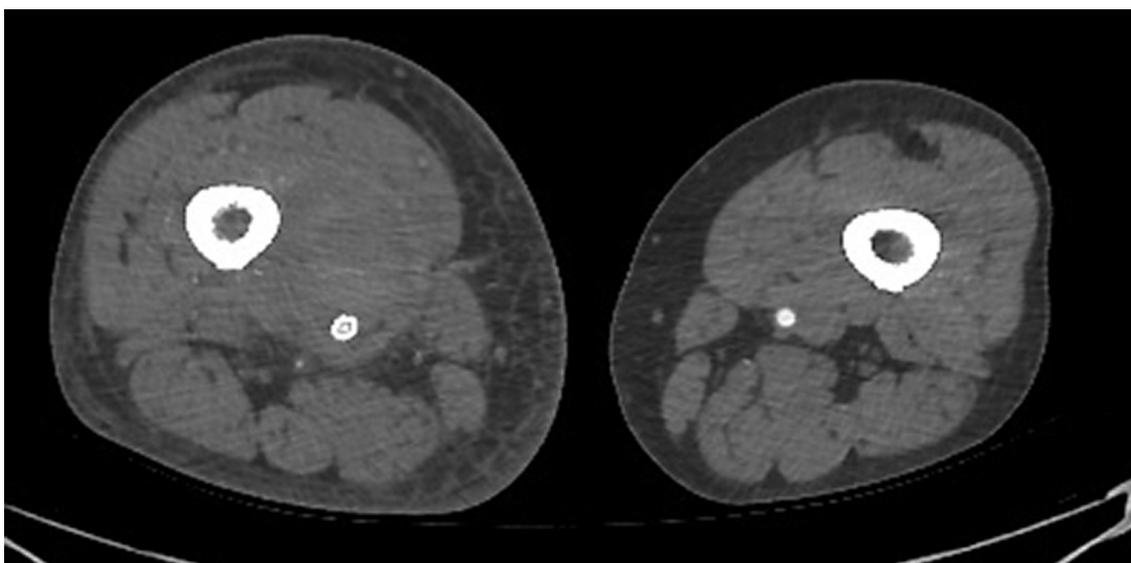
Послеоперационная ах-МСКТ области операции
